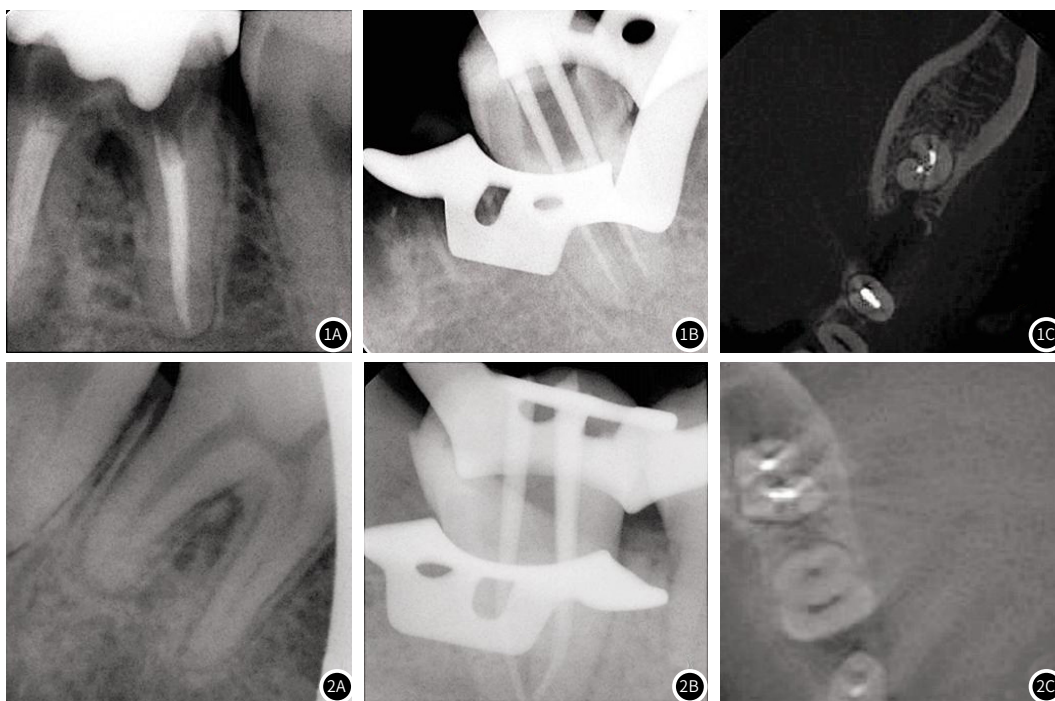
行冷侧压根管填充技术(图1A: 术前, 图1B: 术中; 图1C: 术后CBCT横截面)。图2 行热牙胶根管填充技术(图2A: 术前, 图2B: 术中; 图2C: 术后CBCT横截面)。
